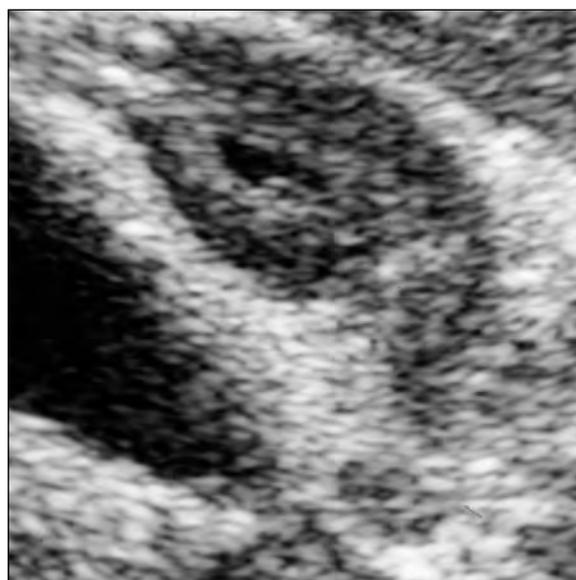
IgG4-ассоциированный холецистит. УЗИ. Резко утолщенная стенка желчного пузыря, просвет пузыря значительно уменьшен (цит по Т. Kamisawa и соавт., [69])
